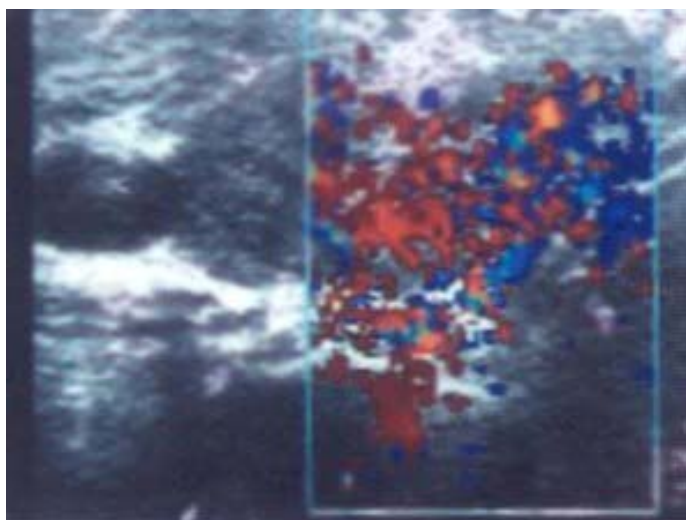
門診杜普勒超音波應用於判斷 Graves' disease 之活性。
